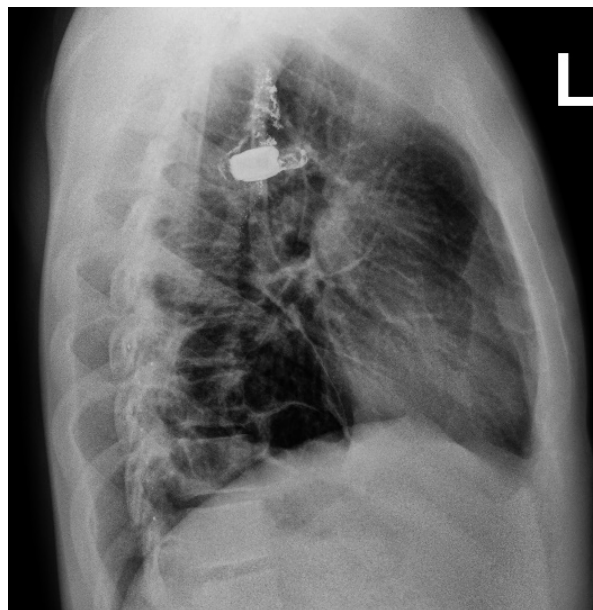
Рентгенограма ОГК: Стороннє тіло, розташоване субплеврально в С₂
